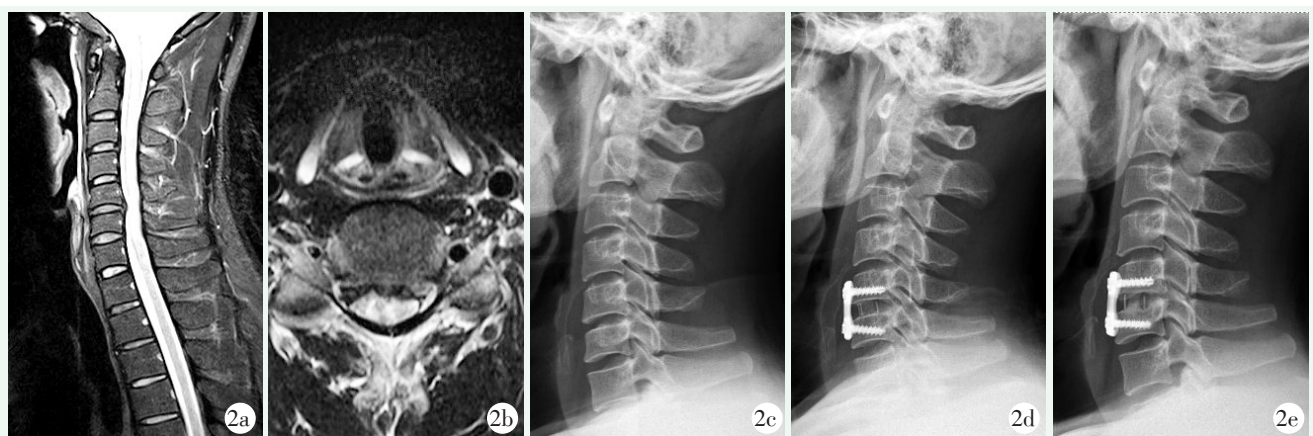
患者, 女, 39 岁, 创伤性颈椎间盘突出, 采用传统 CP 颈前路椎间盘切除融合术治疗 2a: 前颈椎 MRI 矢状位片示 C<sub>5/6</sub> 椎间盘突出, 颈髓前方受压明显, 颈髓中央有高信号影 2b: 术前颈椎 MRI 横断位位提示 C<sub>5/6</sub> 椎间盘脱出压迫颈髓 2c: 术前颈椎侧位 X 线片示颈椎生理曲度及椎间隙高度丢失 2d: 术后 1 个月颈椎侧位 X 线片示接骨板及笼架在位良好, 颈椎生理曲度及椎间隙高度较术前明显升高 2e: 末次随访时颈椎侧位 X 线片示手术节段椎间隙高度无明显变化, 颈椎生理曲度恢复明显, 椎体间融合情况良好
